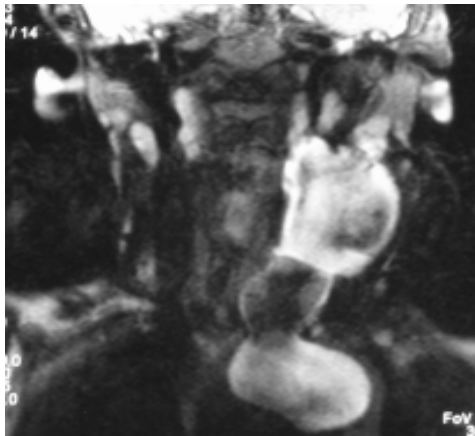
RM, voluminoso linfangioma sinistro del collo.
